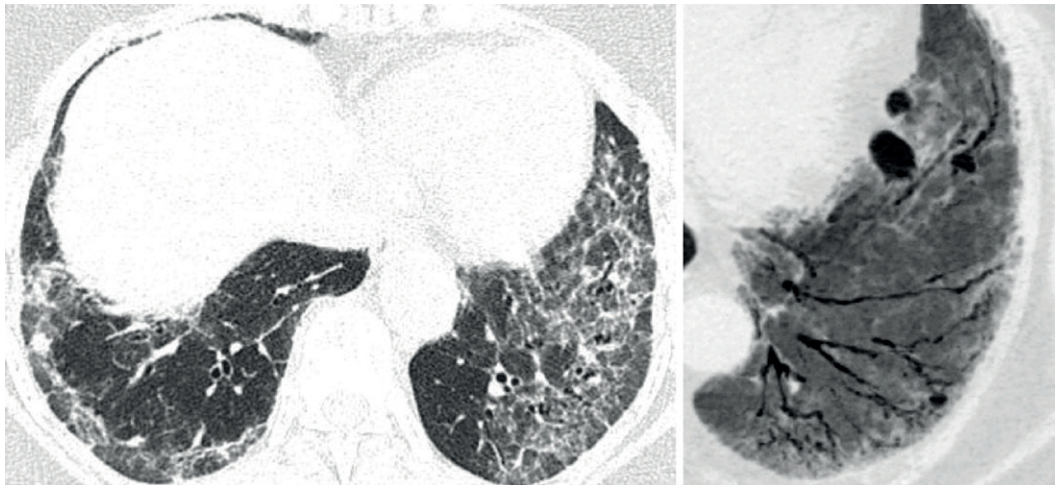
Padrão provável PIU. TC no plano axial (A) demonstra reticulação irregular, opacidades em vidro fosco e bronquiectasias de tração, com predomínio nas regiões subpleurais dos lobos inferiores, porém com ausência de faveolamento. (B) Reconstrução MinIP destaca bronquiectasias e bronchiolectasias de tração.
